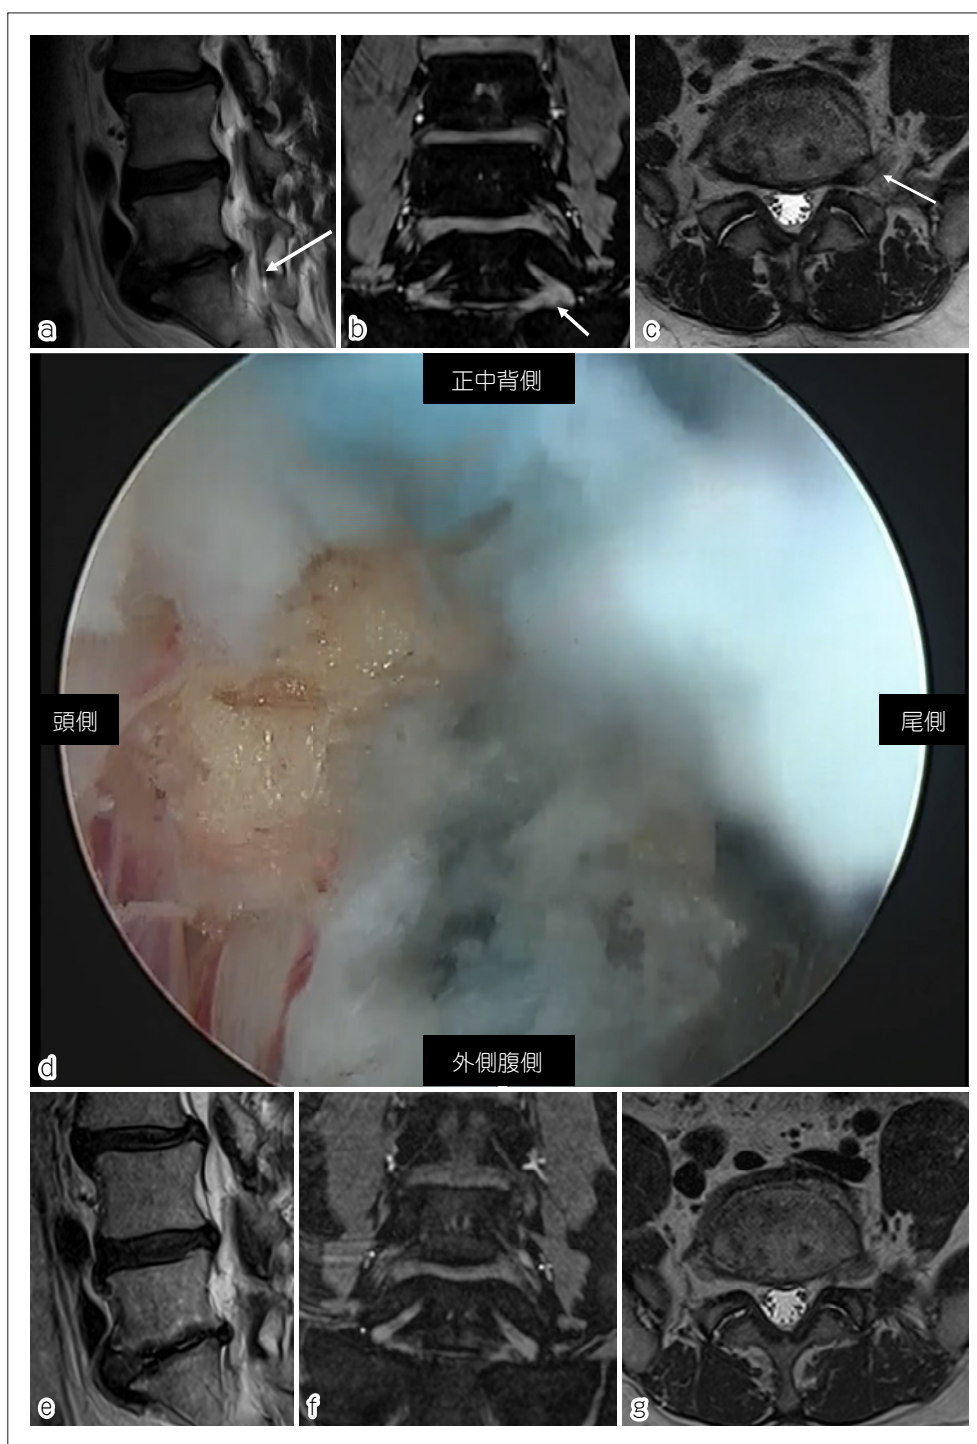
a, b, c 術前 MRI の T2 強調画像。L5/S の左側に椎間孔内の椎間板ヘルニアを認める。矢状断 (a) ではヘルニア背側端は突出している。冠状断 (b) では下方からの神経根の圧迫を認める。
